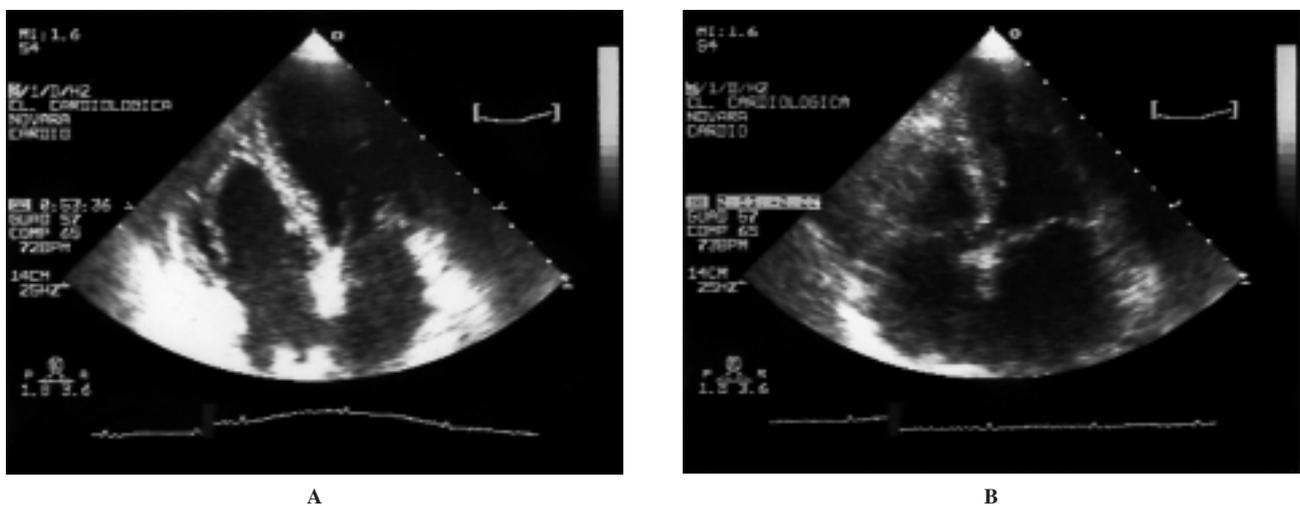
Ecocardiogramma di controllo a 2 mesi: immagine apicale 4 camere in telediastole (A) e in telesistole (B).
